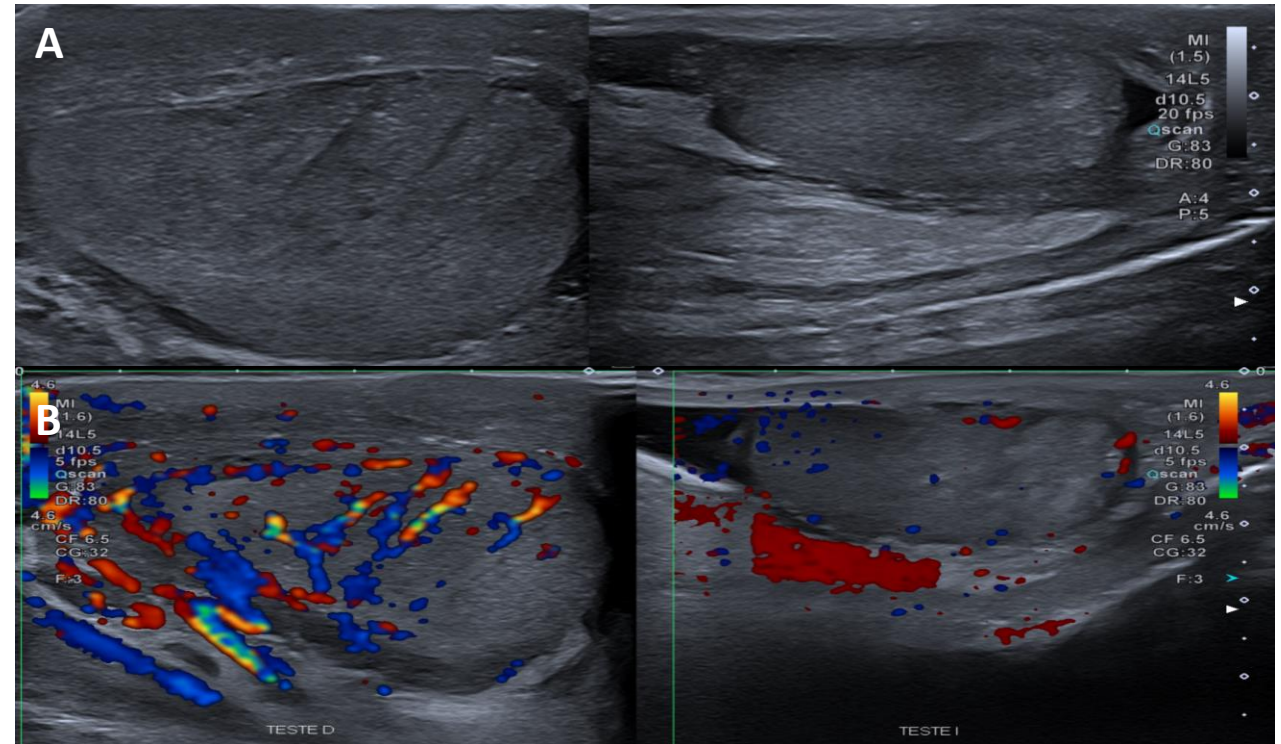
Paciente varón de 74 años con sonda vesical permeable que ingresa por síndrome febril y testículo derecho aumentado de tamaño e indurado. Imagen A: Modo B: ligero aumento de tamaño y globosidad del teste derecho respecto al contralateral, siendo ligeramente heterogéneo. Imagen B: Modo Doppler: aumento de la vascularización del teste derecho respecto al izquierdo. Dichos hallazgos sugieren orquitis derecha.
